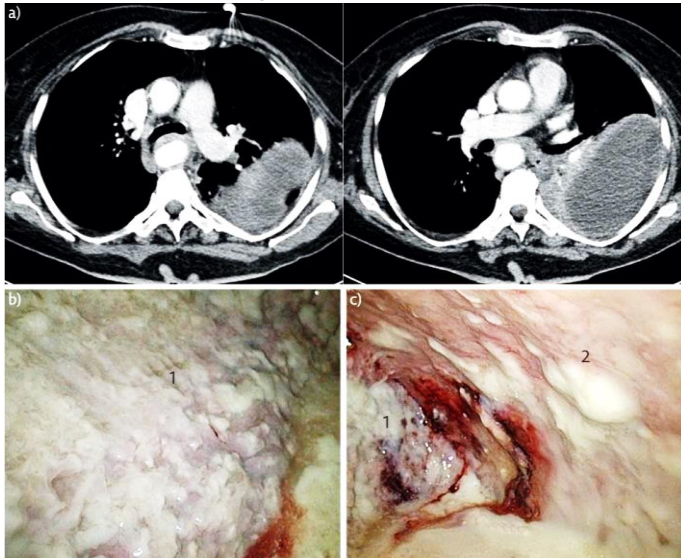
Decorticarea în empiemul pleural stadiul III. Fig . a – aspect CT preoperator al empiemului pleural. Fig. B și c – imagini intraoperatorii cu strat gros de fibrin ce acoperă pleura parietală și cortex ce acoperă plămânul. 1 – plămân, peretele toracic. (Subotic D, et al. 2018) [51].
